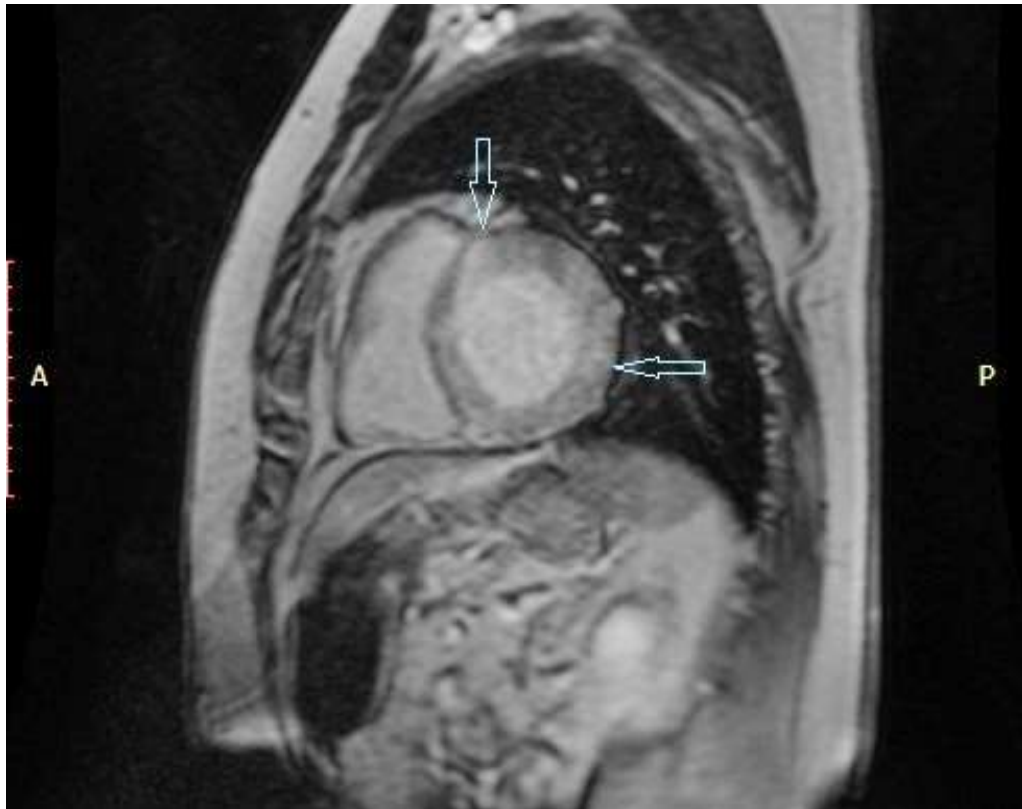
МРТ серця з контрастуванням гадолінієм пацієнта А.
